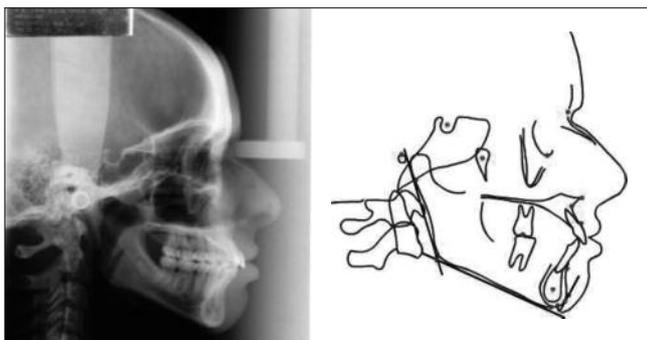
(a) Exemplo de telerradiografia com incidência de feixe de raios X perpendicular ao plano sagital mediano; (b) exemplo de cefalograma com contorno das principais estruturas anatômicas, perfil mole e respectivos pontos cefalométricos.
